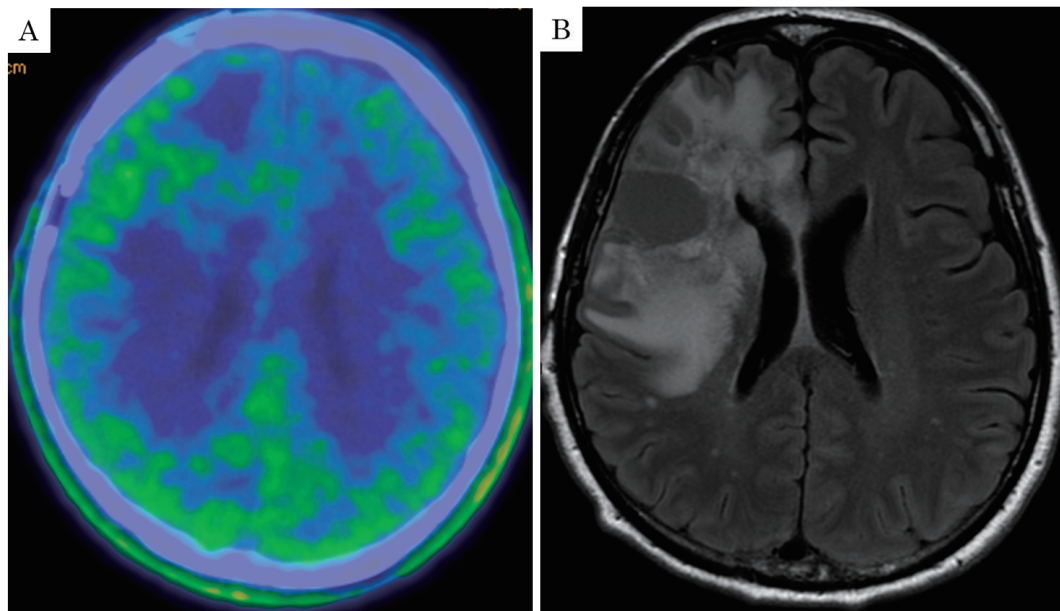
(A) ^{11}C -methionine PET shows no uptake in the mass. (B) Six months after starting steroid therapy, brain MRI shows improvement of the brain edema.
